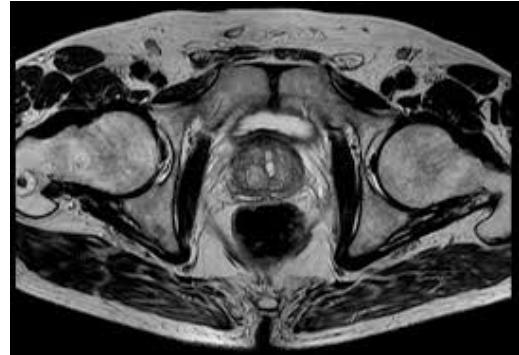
IRM de Próstata
